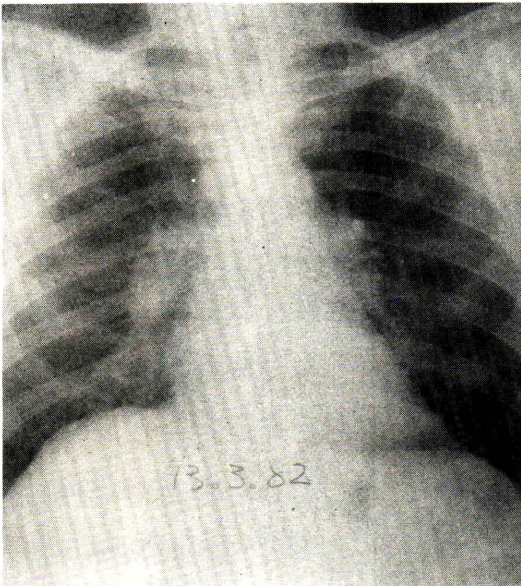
A postero-anterior chest radiograph taken on March 13, 1982 showing bilateral hilar and right paratracheal lymphadenopathy.
